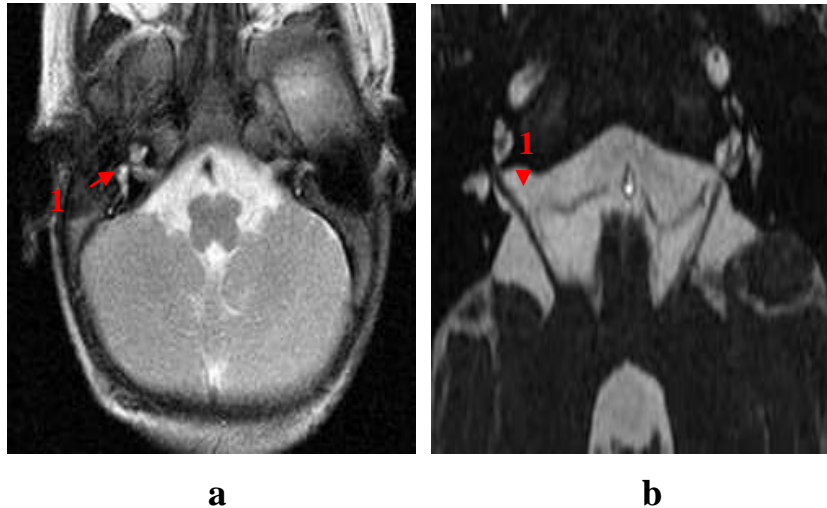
Nerfs crâniens à l'IRM séquence 3D FIESTA : coupes fines du tronc cérébral
